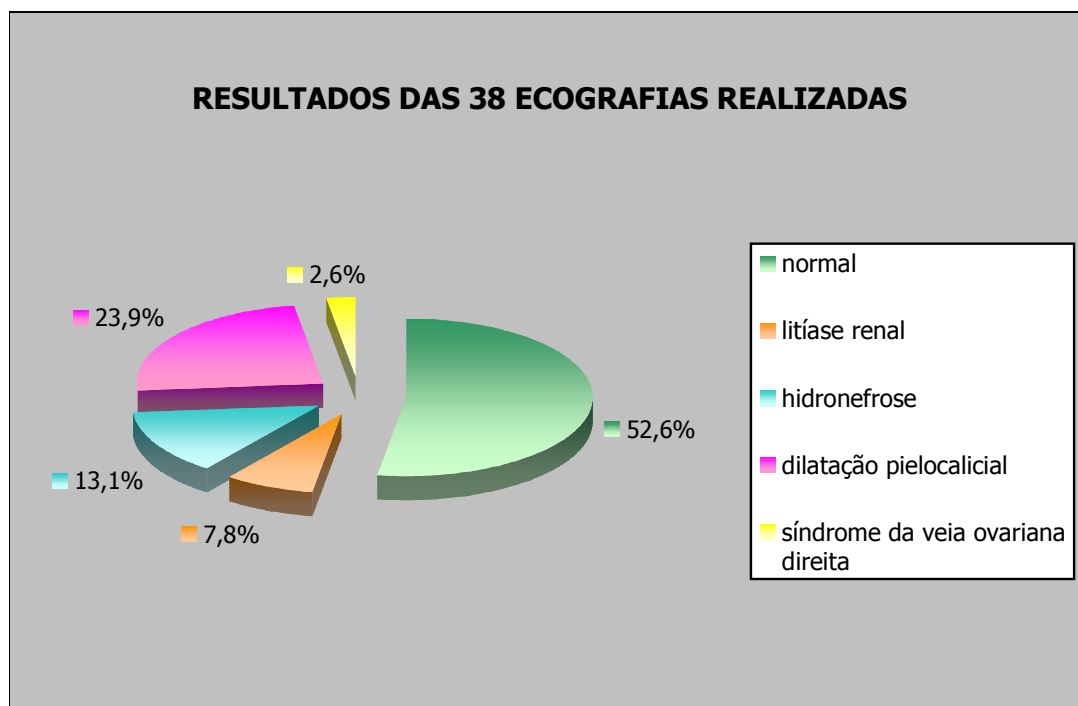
Distribuição dos resultados das ultrassonografias realizadas nas pacientes internadas por pielonefrite aguda na MCD de agosto/2004 a julho de 2006.
